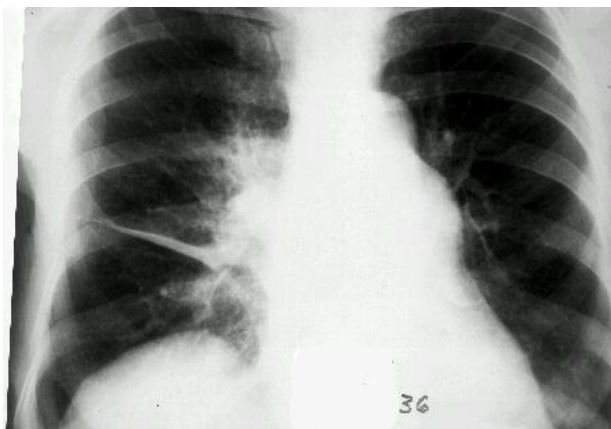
Рентгенограмма ОГК. Синдром ограниченного затемнения. Междолевой правосторонний плеврит
